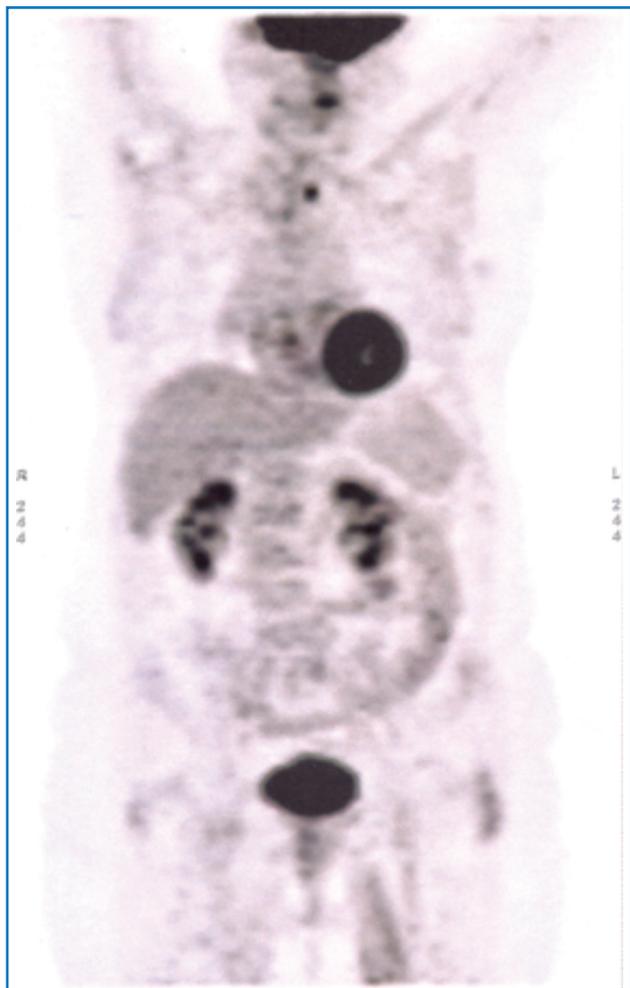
Esame PET dopo 10 mesi di trattamento con lapatinib + capecitabina. Completa normalizzazione delle adenopatie precedentemente evidenziate, sia in sede ascellare che addominale.
